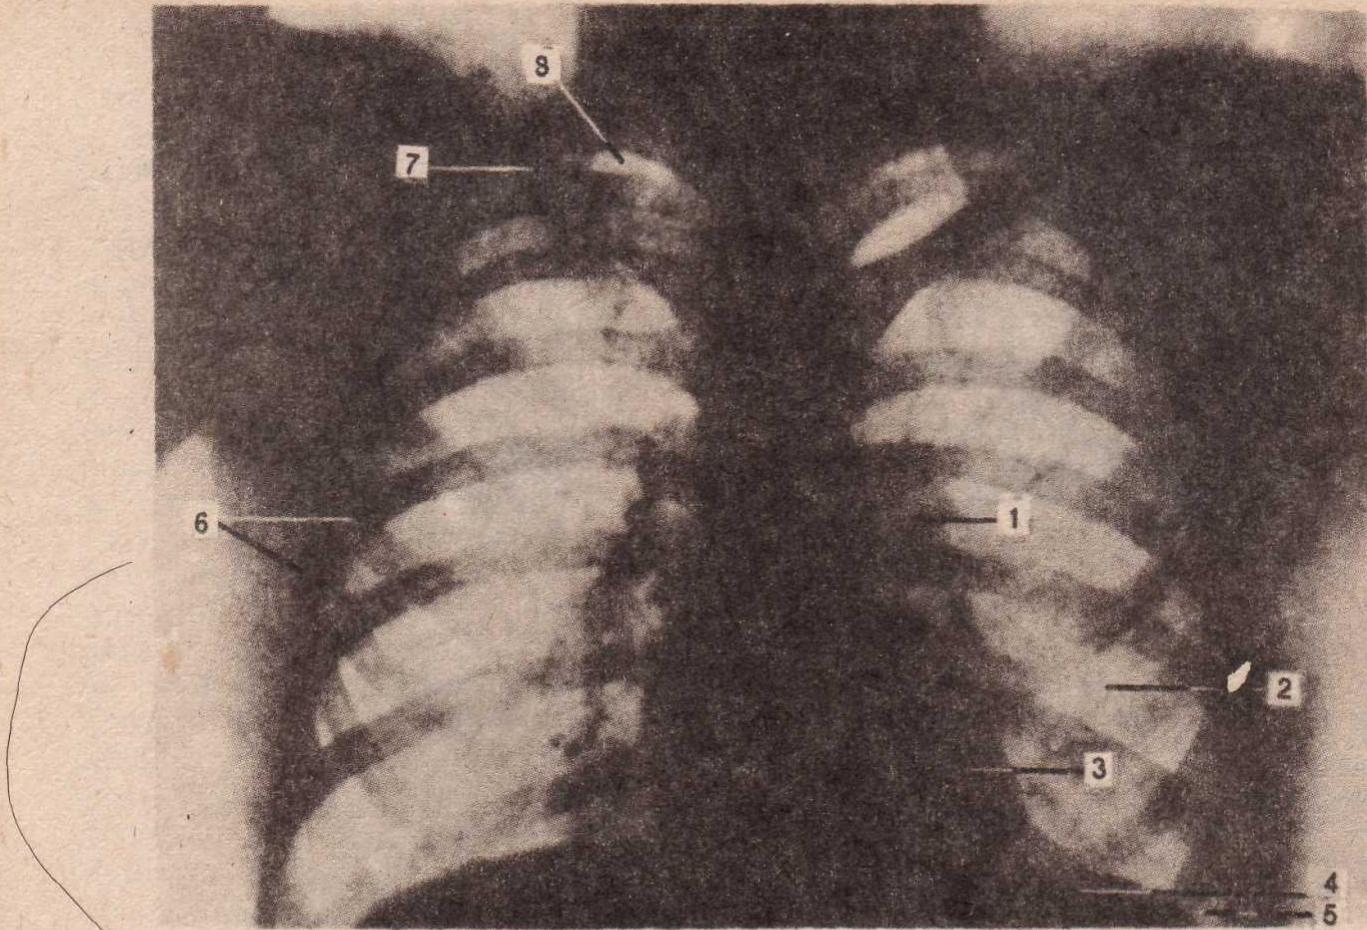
Radiografia plămînilor și cordului
